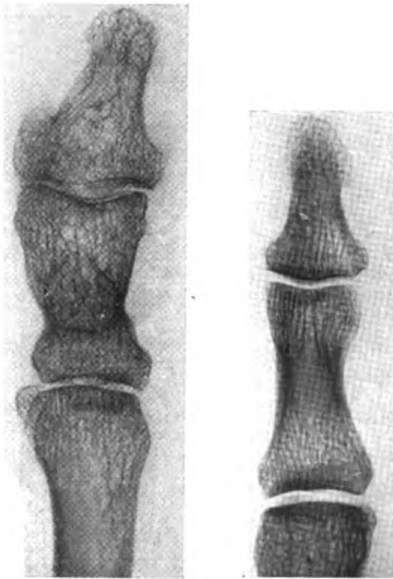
Röntgenbild der überpflanzten großen Zehe. Knochen der Zehe ist mit dem Rest des Daumens fest verwachsen. Zum Vergleich daneben der gesunde rechte Daumen.
